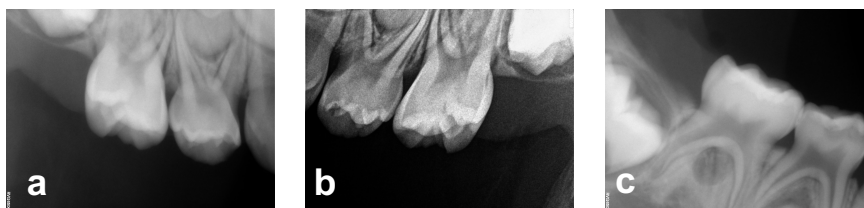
Radiografías postoperatorias de la aplicación de FDP de los órganos dentarios a) 54, b) 64, c) 84 y 85, no se observaron cambios pulpares, radiculares ni periapicales.
